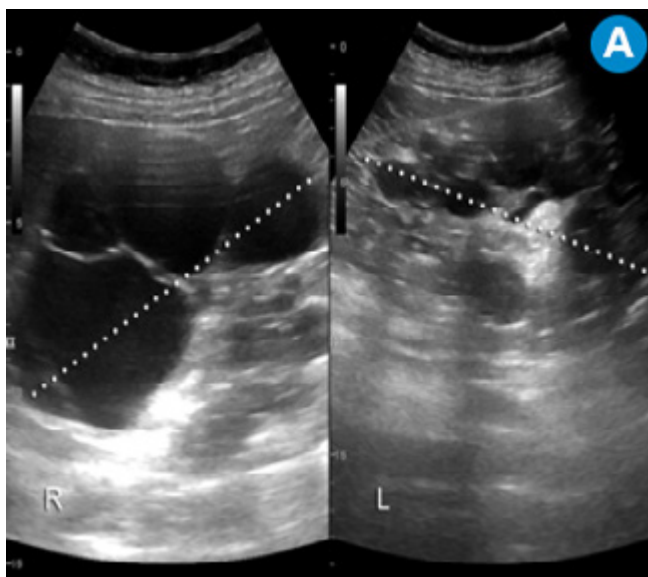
Enfermedad renal poliquística dominante en paciente trasplantado. A) Ecografía renal: múltiples imágenes quísticas que comprometen el parénquima renal bilateral. Continúa.
